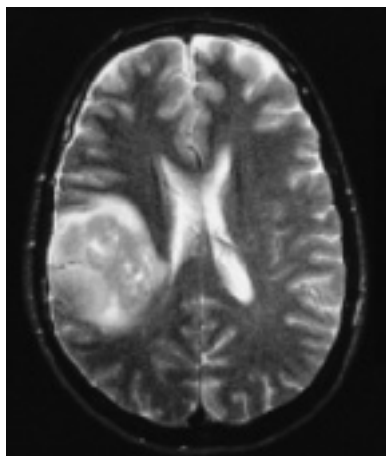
Astrozytom Grad III (z. T. zystisch) der rechten Parietotemporalregion des Großhirns im MRT (aus Mumenthaler M, Mattle H. Kurzlehrbuch Neurologie. Stuttgart: Thieme; 2006)
